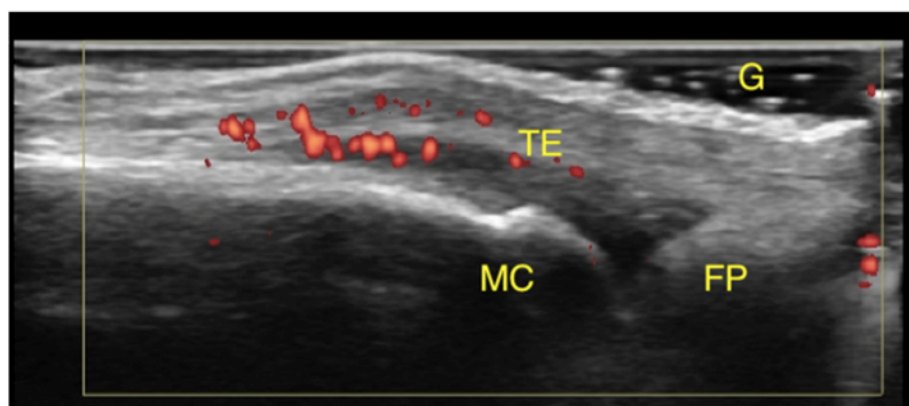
Paratenonitis. Imagen ecográfica, visión longitudinal. MC metacarpiano, FP falange proximal, TE tendón extensor con área hipocóica alrededor y señal power Doppler, G gel. Imágenes de mi colección personal recogidas con consentimiento del paciente.
